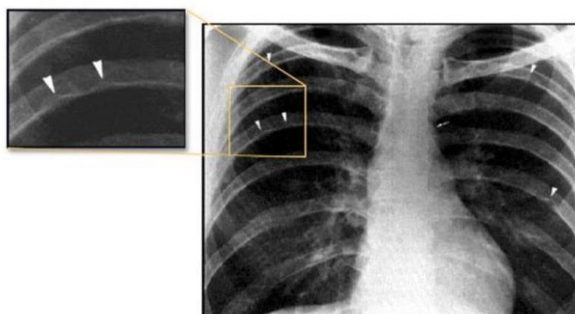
Обзорная рентгенограмма грудной клетки пациента с коарктацией аорты.
